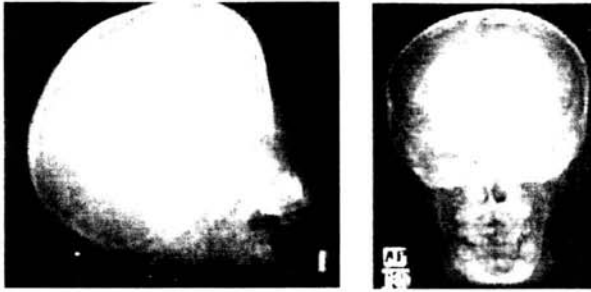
Radiografías lateral de cráneo y ántero posterior
